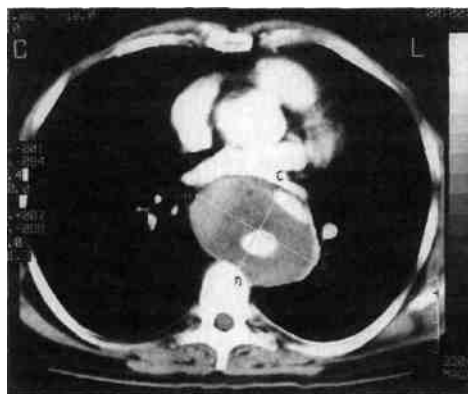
КТ больного с хроническим расслоением типа IIIб.
